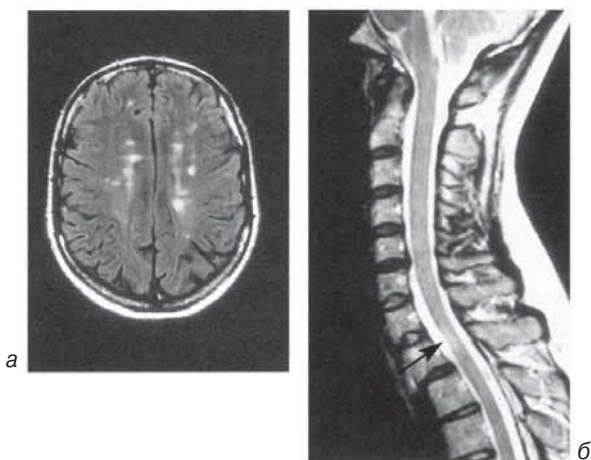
МРТ при рассеянном склерозе. а — множественные очаги поражения, расположенные перивентрикулярно в веществе больших полушарий. б — сагиттальное изображение шейного отдела спинного мозга; стрелкой показана бляшка, на этом уровне — атрофия спинного мозга
